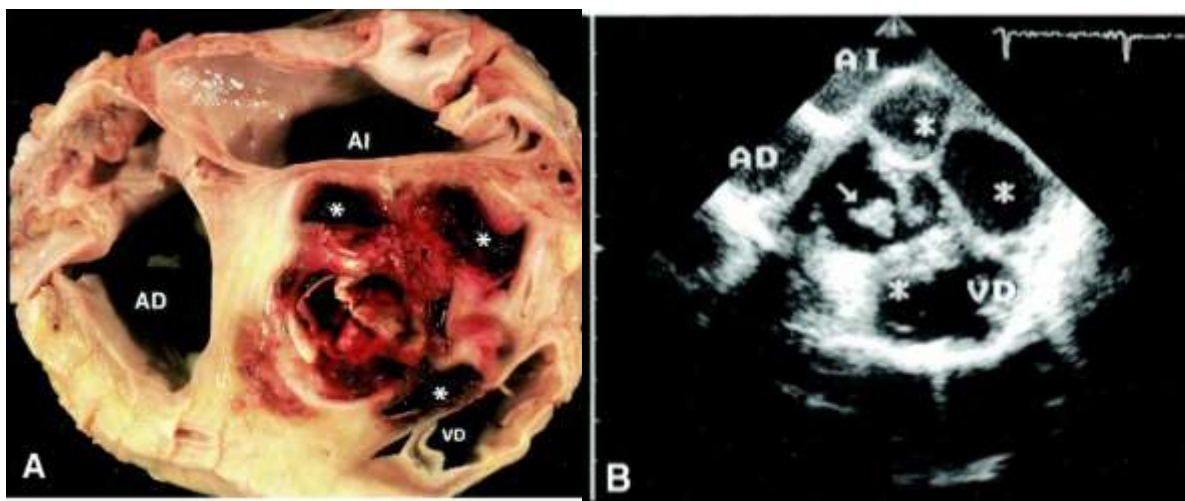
(A) Pièce anatomique d'une endocardite de prothèse aortique. Plusieurs pseudo-anévrysmes périvalvulaires (*) sont visibles (B) Échocardiographie transœsophagienne chez le même patient. Les pseudo-anévrysmes périvalvulaires (*) sont bien individualisés. Des végétations aortiques (flèche) sont également visibles (30).
